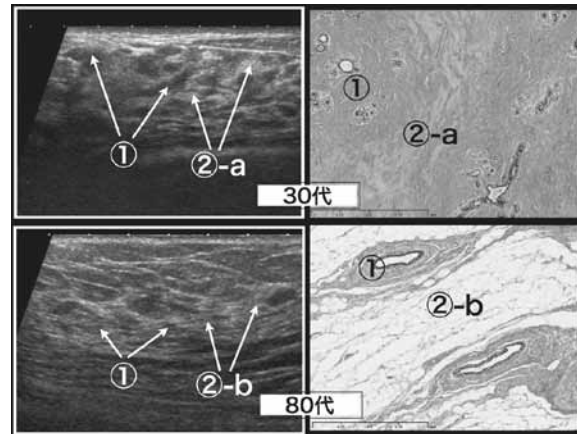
②-aはみずみずしい浮腫状の線維と密な線維が混在する部位として高エコーになる。②-bは脂肪細胞と残存する線維が混在する部位として高エコーとなる。①は密な膠原線維と乳管・小葉部でどちらも等エコーである。80代では小葉と乳管は萎縮し、等エコー部は細くなる。図(右下)の写真は解りやすいように、太く残存している主乳管部位を使用している(文献3より引用改変)。
